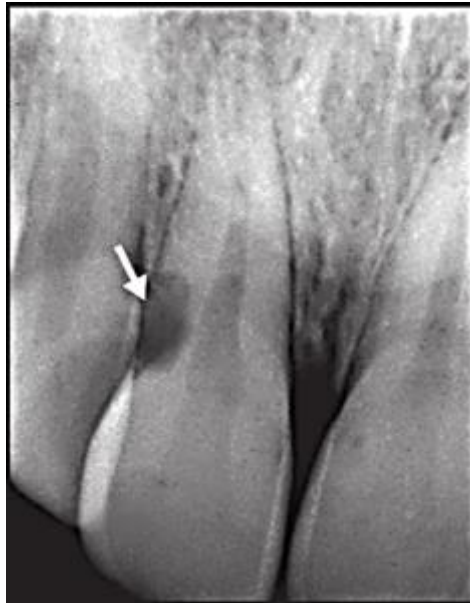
Radiografía de incisivo central superior con reabsorción inflamatoria externa cervical (flecha).⁶⁰
